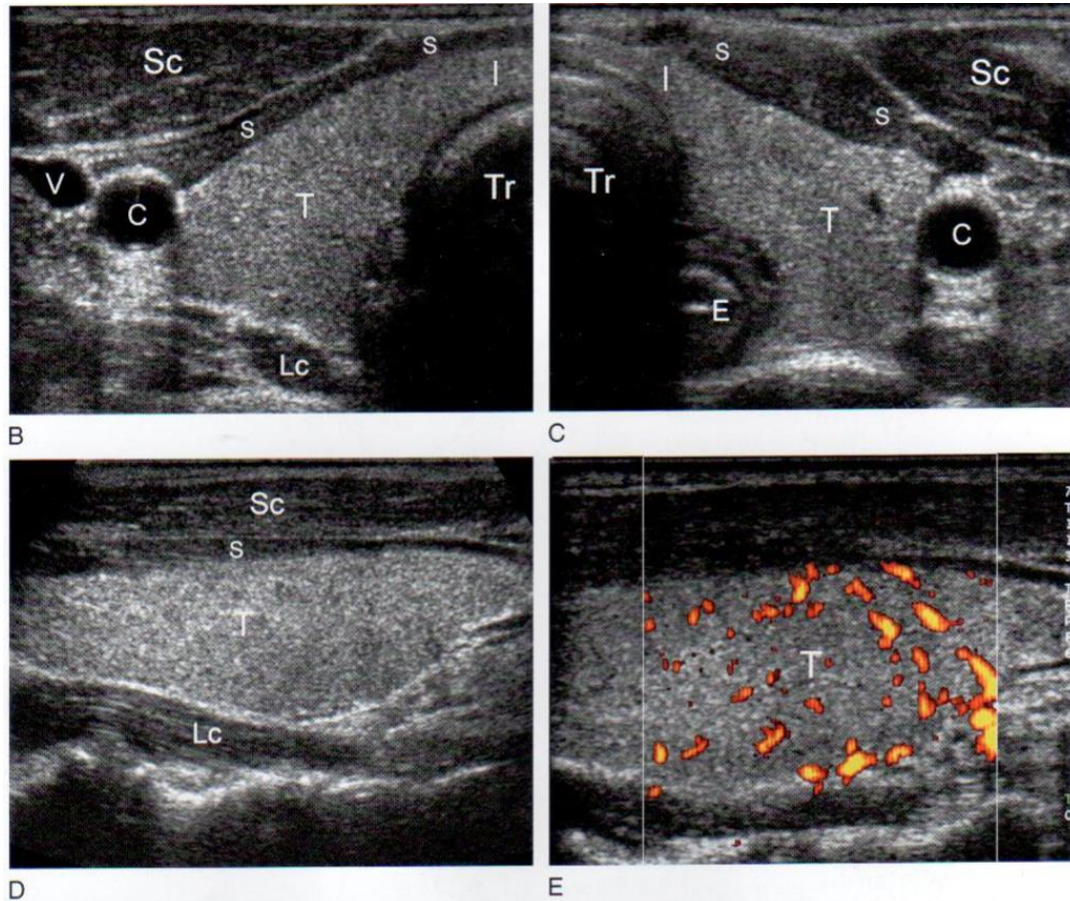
Ecografía de tiroides normal.
